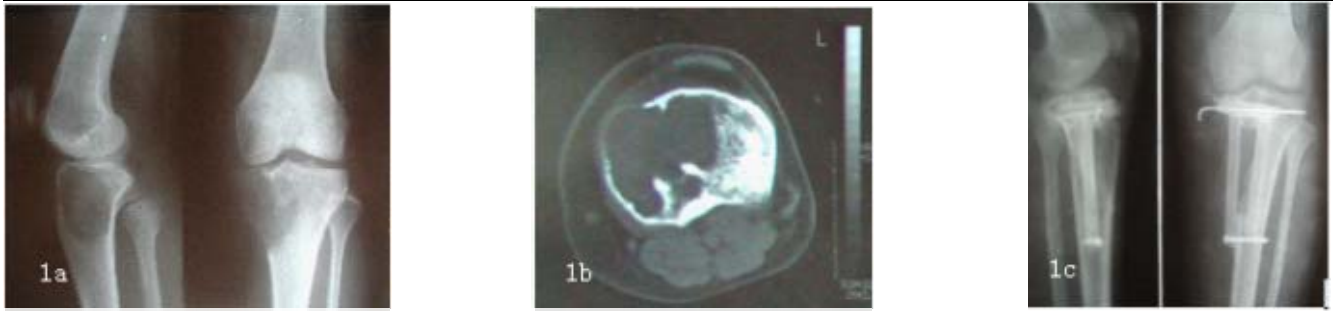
胫骨上端骨巨细胞瘤 a 术前X片示肿瘤侵及关节软骨下 b 术前CT示外侧皮质未被侵及 c 术后X片
